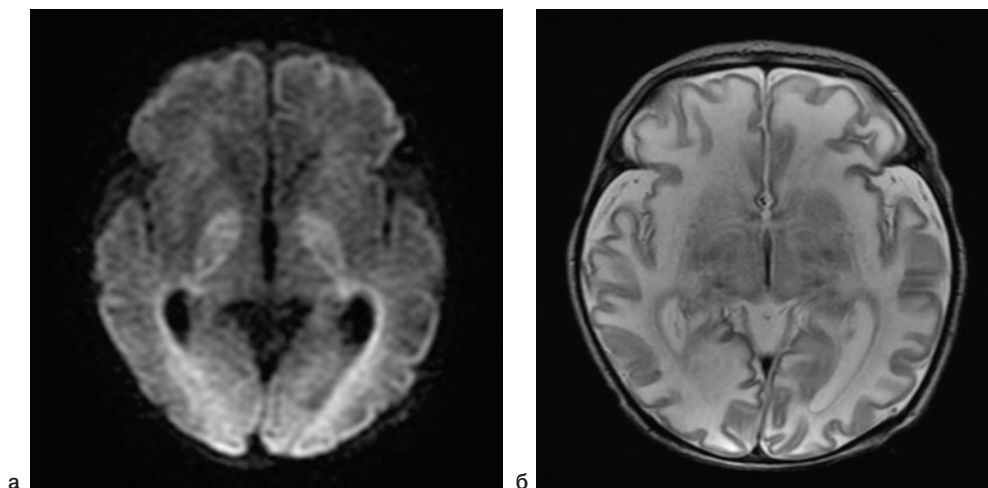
Глубокое ГИП головного мозга. На диффузионно-взвешенных томограммах (а) участки ограничения диффузии (белое вещество затылочных долей, кортикальная пластинка и субкортикальные отделы лобных долей, таламусы), соответствующие ОНМК по ишемическому типу в острой стадии – с последующим исходом в мультикистозную трансформацию паренхимы головного мозга (б).
